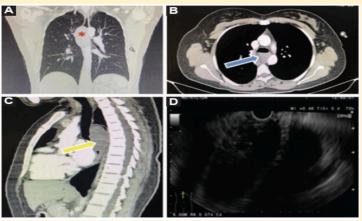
A: corte coronal de la tomografía computarizada (TC) de tórax que muestra la lesión dependiente del tercio superior del esófago con un ligero desplazamiento traqueal hacia la derecha. La lesión está marcada con un asterisco rojo; B: corte axial de la TC que muestra la lesión esofágica señalada con una flecha azul; C: corte sagital que muestra la lesión esofágica señalada con una flecha amarilla; D: evidencia de la lesión esofágica mediante ultrasonografía endoscópica.
